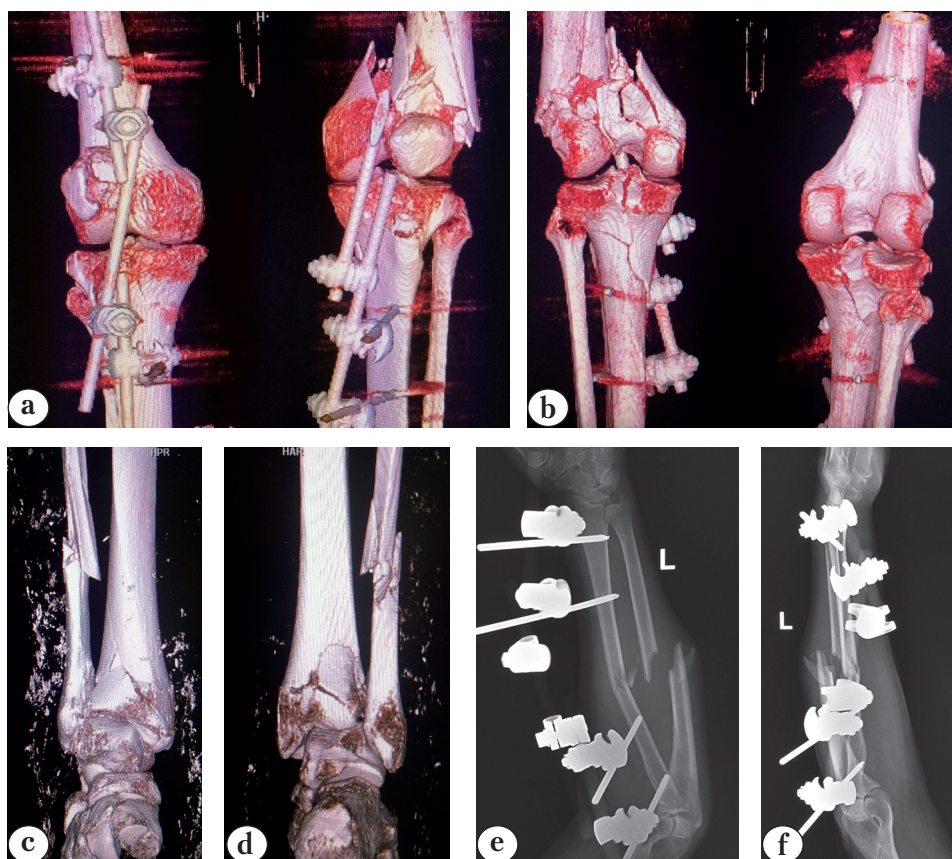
Компьютерные томограммы и рентгенограммы пациента П.:
